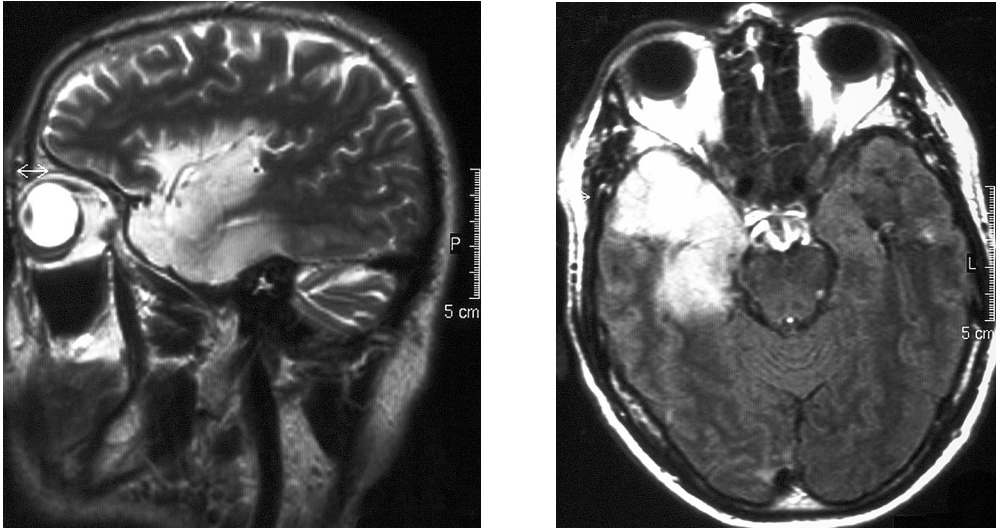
b: Herpesenzephalitis rechts temporal im MRT-Bild
